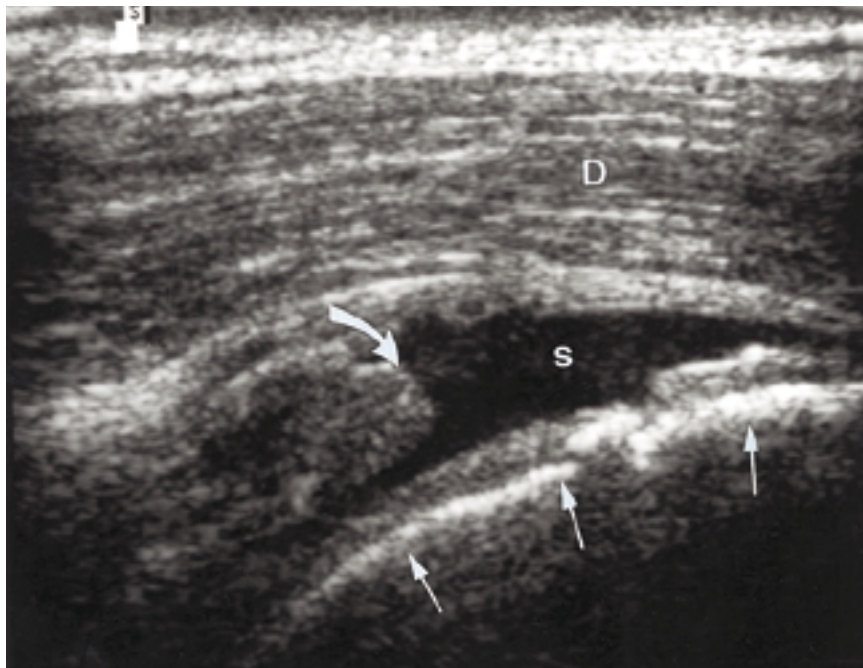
Déchirure complète de la coiffe des rotateurs : échographie de l'épaule gauche montrant une rupture complète du tendon du muscle sus-épineux avec rétraction de ce dernier (flèche courbe) et accumulation de liquide synovial dans l'articulation glénohumérale et la bourse sous-deltoidienne qui maintenant communiquent entre elles (flèches droites : contour de la tête humérale ; D : muscle deltoïde).
